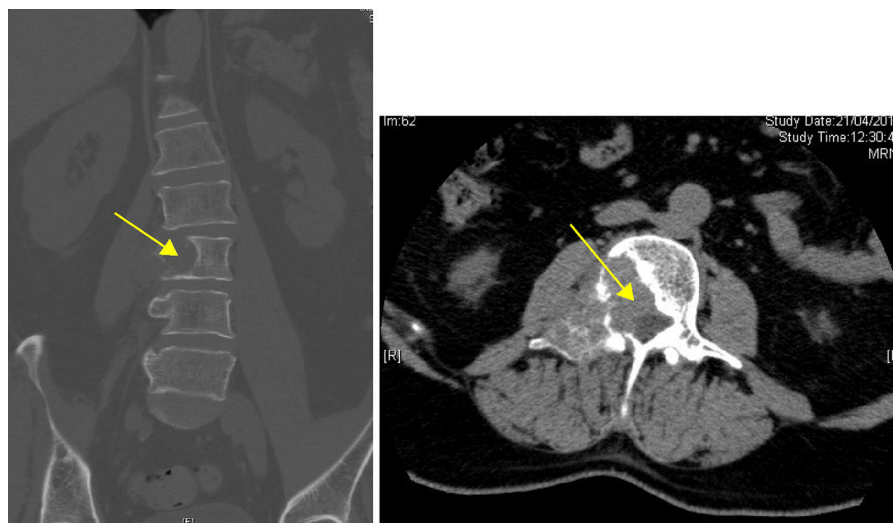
TAC de la columna lumbosacra con reconstrucción 3D: imagen lítica que afecta al hemicuerpo derecho, al pedículo y a la apófisis transversa de la L3, sugestiva de metástasis (flechas amarillas).
